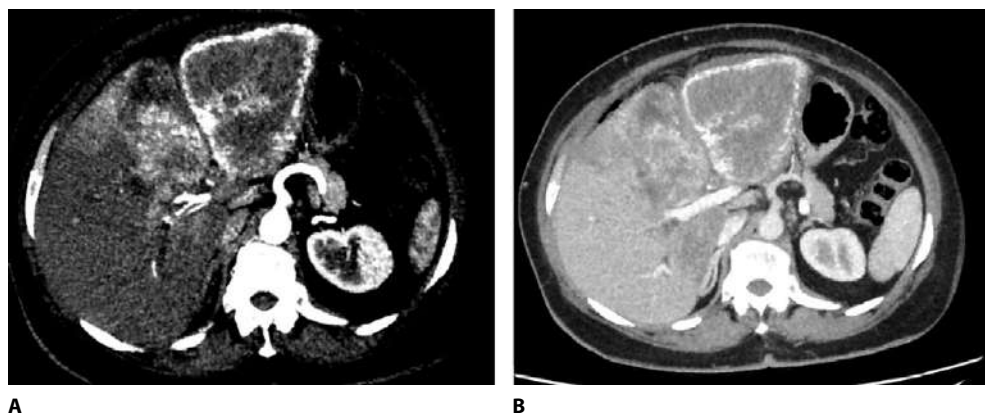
Компьютерная томография брюшной полости пациентки до трансплантации:
